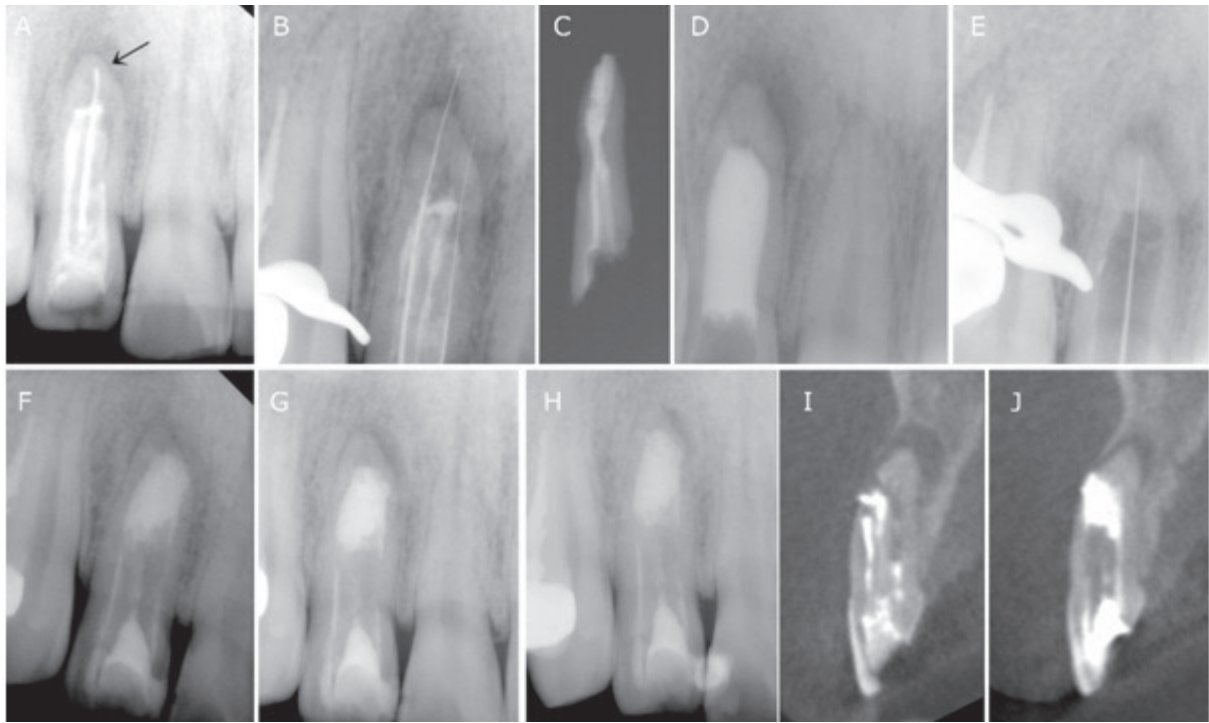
Serial radiographs of the overall procedure. (A) Preoperative radiograph with guttapercha traced into apex of #12 (arrow). (B) Canal length measuring after opening pericoronal part of dens invaginatus (그림 3B 참조). (C) 'Pulled out' dens invaginatus. (D) Canal filled with Metapaste. (E) Canal length measuring after removing dens invaginatus. (F) Postoperative radiograph. (G) 4 months after canal filling. (H) 9 months after canal filling. (I, J) Comparing Reformatted Cross-sectional CBCT view of preoperative (I) and 6 months later (J) of the initial treatment.
